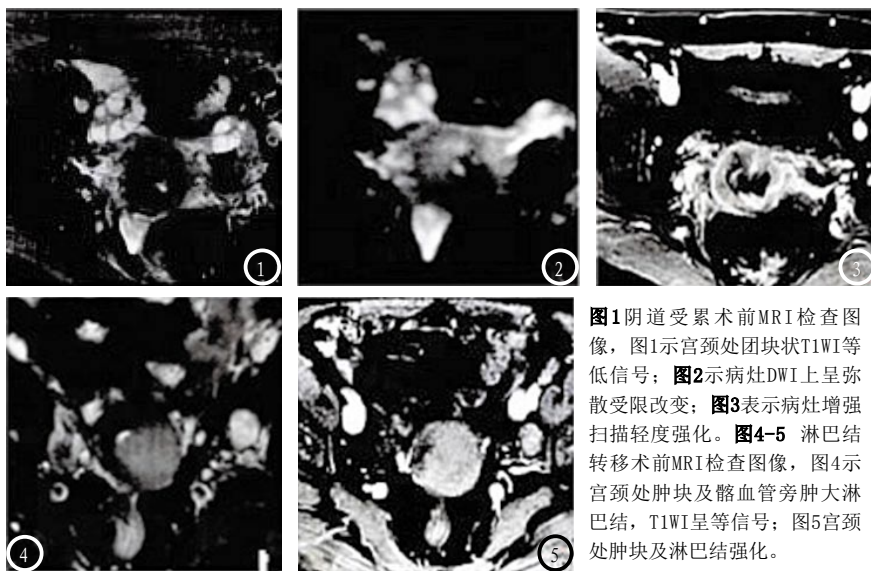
图1阴道受累术前MRI检查图像,图1示宫颈处块状T1WI等低信号;图2示病灶DWI上呈弥散受限改变;图3表示病灶增强扫描轻度强化。图4-5 淋巴结转移术前MRI检查图像,图4示宫颈处肿块及髂血管旁肿大淋巴结,T1WI呈等信号;图5宫颈处肿块及淋巴结强化。
